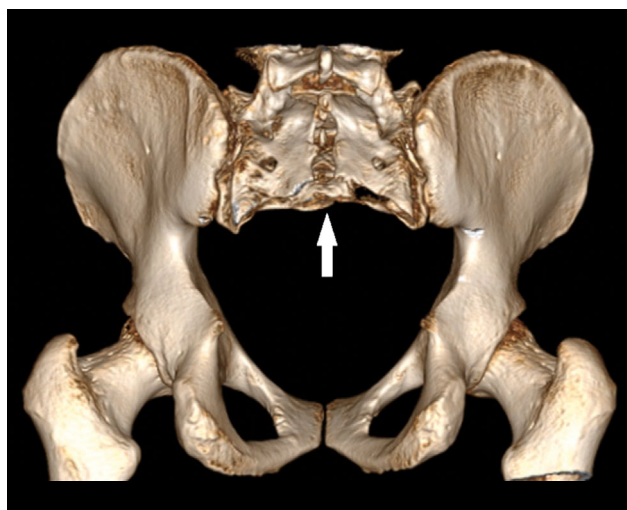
Трёхмерная компьютерно-томографическая реконструкция после операции, вид сзади. Резекция крестца на уровне S3 позвонка (стрелка).
